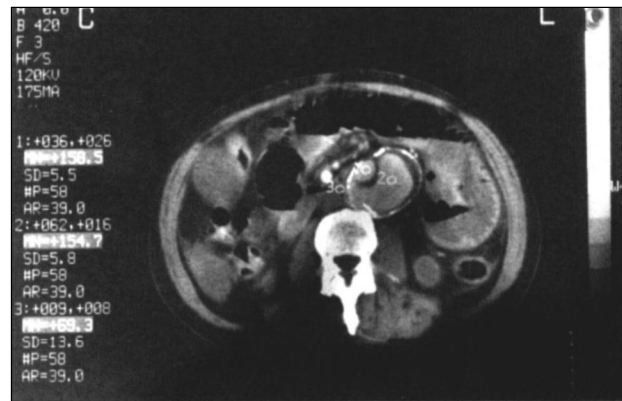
TAC con contraste. Relleno del saco aneurismático periprotésico original.
